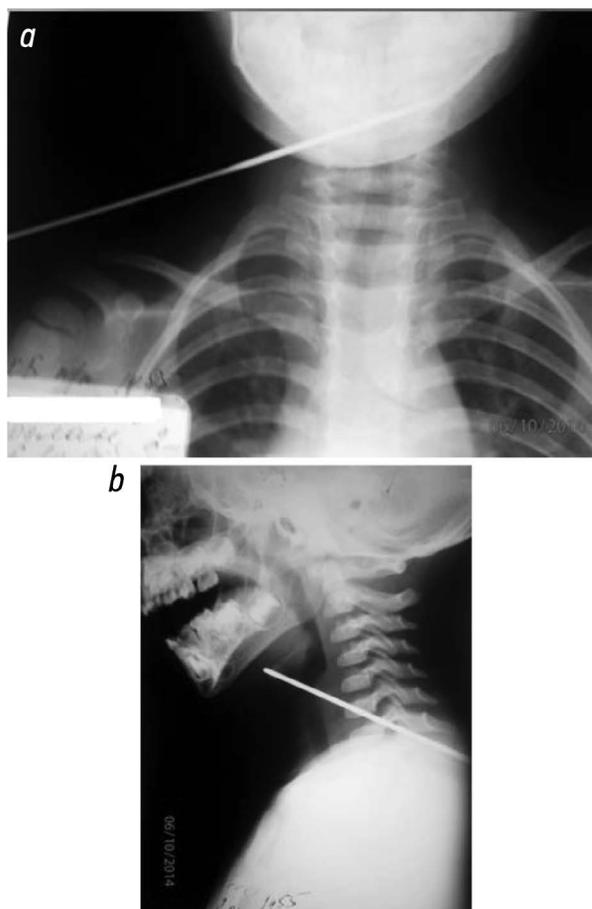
Рентгенограмма шейного отдела позвоночника: тень металлического инородного тела (спицы), проходящая в косо-восходящем направлении (а — прямая, b — боковая проекция).
